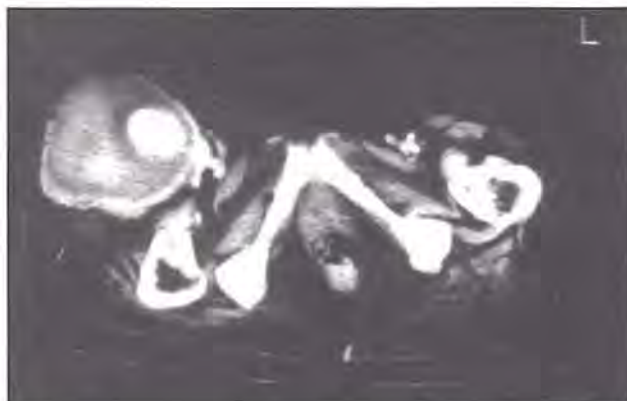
TAC con contraste mostrando el pseudoaneurisma femoral derecho con abundante trombo y permeabilidad de la luz arterial.
